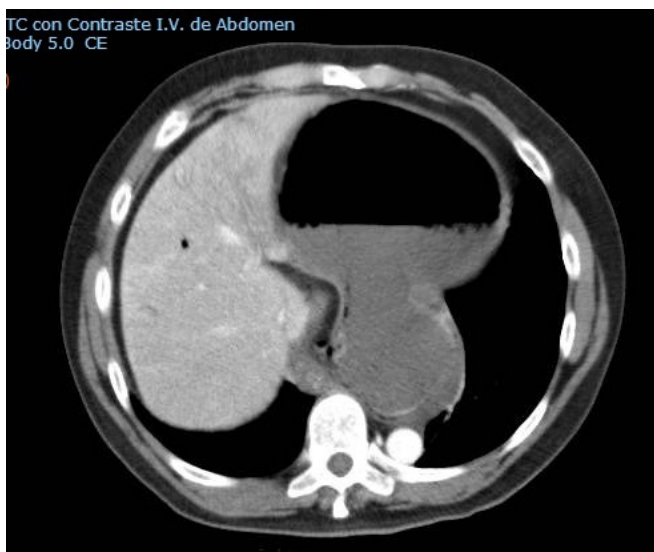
TC abdominal. Se observa dilatación gástrica con rotación en su eje axial, y presencia de pequeñas burbujas en la pared gástrica.
